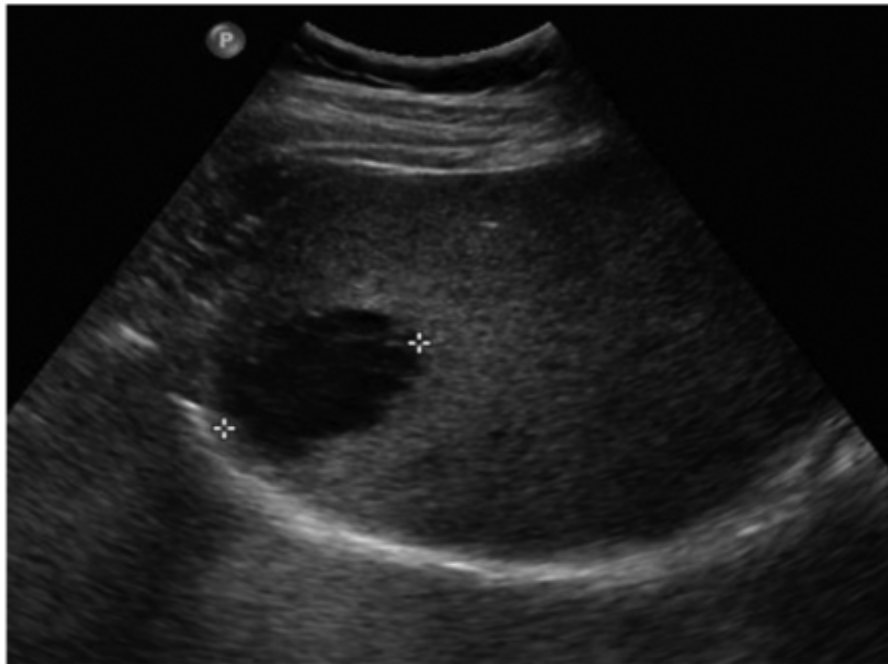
Échographie abdominale d'un homme de 46 ans atteint d'une tumeur stromale gastro-intestinale gastrique et de métastases hépatiques. L'échographie ascendante sous-costale montre une métastase hypoéchogène de 4,7 cm au sixième segment hépatique de la région sous-capsulaire [78]
